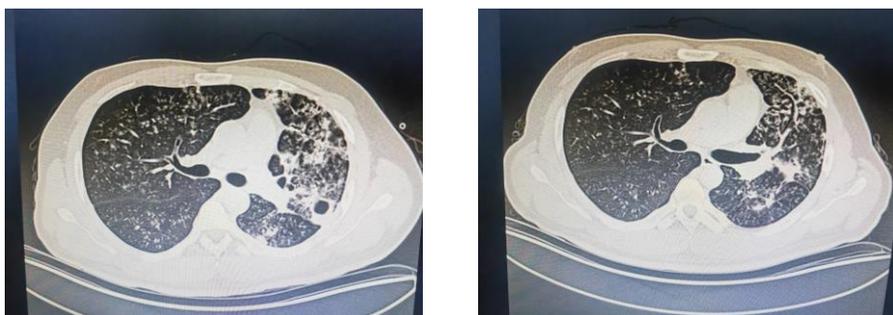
胸部 CT（左侧 3 月 11 日，右侧 3 月 24 日）
